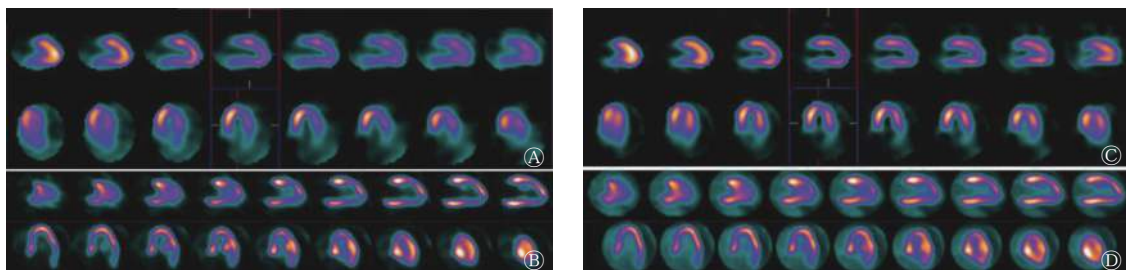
急性心肌梗死患者(男性,43岁)PTCA治疗前后的心肌灌注/代谢显像图 图中,A~B:PTCA治疗前3d心肌灌注/代谢显像图,其中A为心肌灌注^{99m}Tc-MIBI SPECT显像,左心室侧壁未见明显血流灌注,B为心肌代谢¹⁸F-FDG PET/CT显像图,左心室下壁灌注缺损区代谢显像“填充”,考虑左心室下壁心肌为存活心肌,EDV:121 mL,ESV:77 mL,LVEF:34%;C~D:PTCA治疗后6个月心肌灌注/代谢显像图,其中C为心肌灌注^{99m}Tc-MIBI SPECT显像图,左心室侧壁可见明显血流灌注,D为心肌代谢¹⁸F-FDG PET/CT显像图,左心室下壁灌注区代谢显像“填充”,较前左心室下壁心肌灌注明显改善,EDV:108 mL,ESV:62 mL,LVEF:42%。PTCA:经皮腔内冠状动脉成形术;MIBI:甲氧基异丁基异腈;SPECT:单光子发射计算机断层摄影术;FDG:氟脱氧葡萄糖;PET/CT:正电子发射断层显像计算机断层摄影术;EDV:舒张末期容积;ESV:收缩末期容积;LVEF:左心室射血分数
